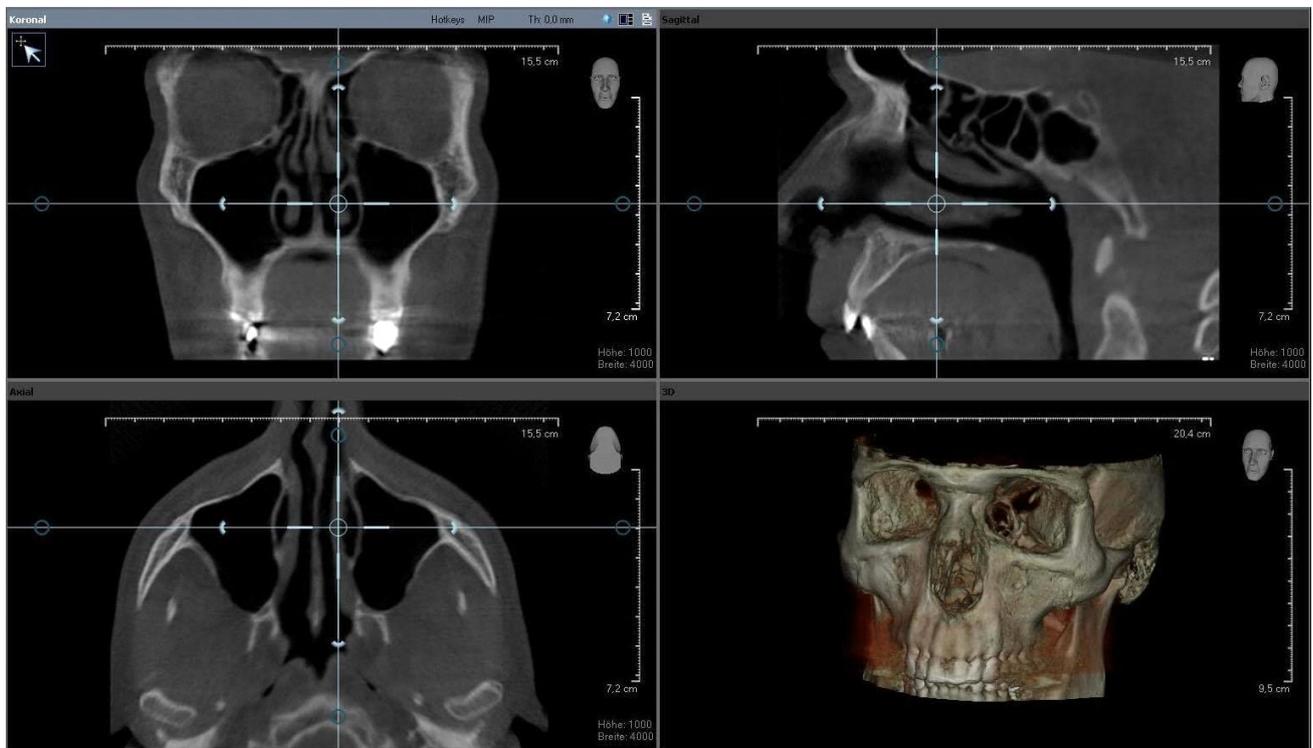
photo prise d'un fichier de cone beam
